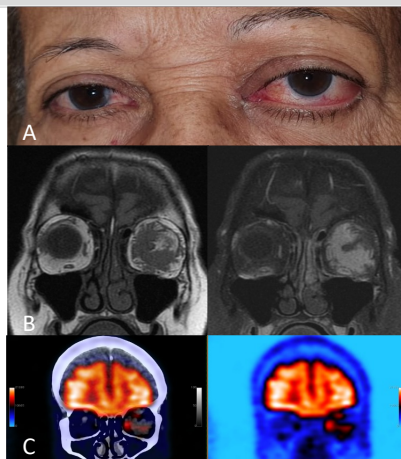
A. Proptose OE; B. Lesão inferomedial de órbita esquerda acometendo NO em T1 de RM pré e pós contraste; C. Atividade metabólica alterada apenas na lesão orbitária PET-CT
